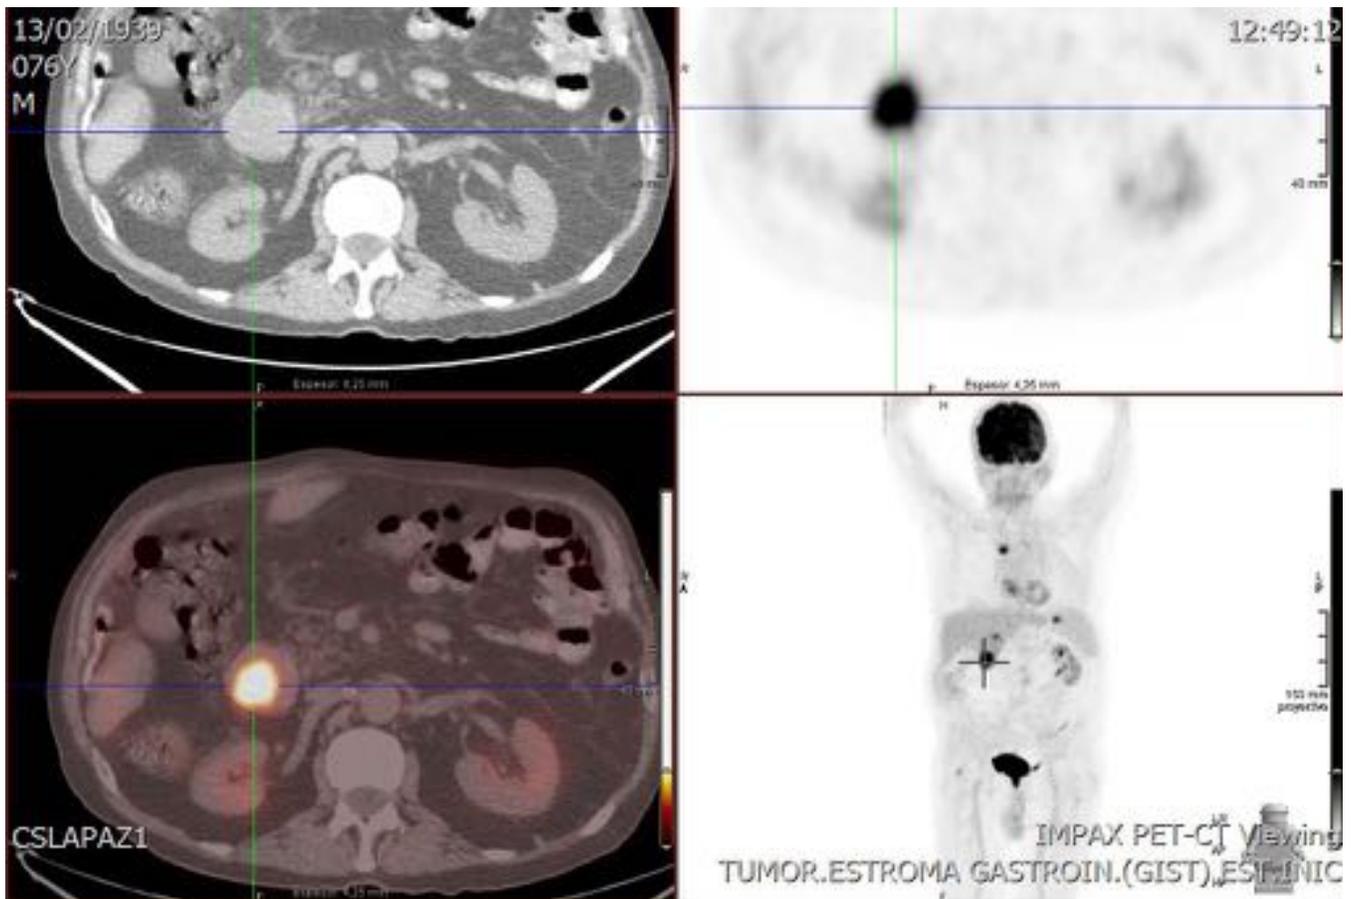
PET TC donde se observa la intensa captación de 18 FDG de la masa duodenal.
